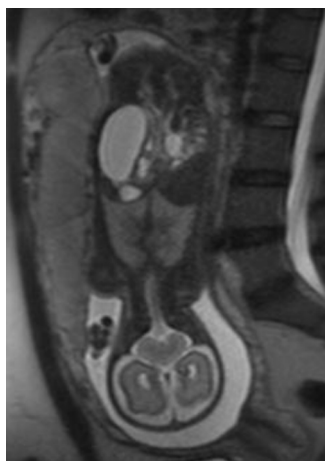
RMN: hidronefrosis izquierda de 27,5 SG con colección líquida de 40 × 50 × 30 mm retroperitoneal izquierda perirrenal, con distorsión de la morfología del riñón desplazado medialmente compatible con urinoma.
